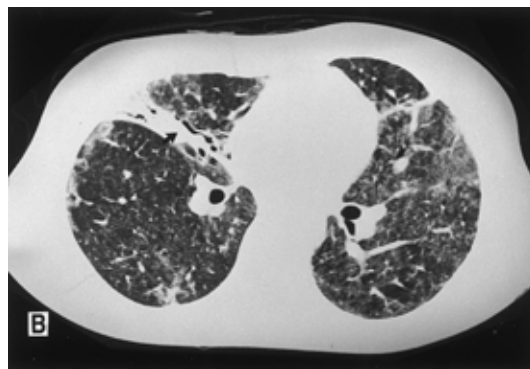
B Chest CT scan obtained on November 20, showing ground-glass opacity, alveolar consolidation, and bronchiectasis (arrow).
